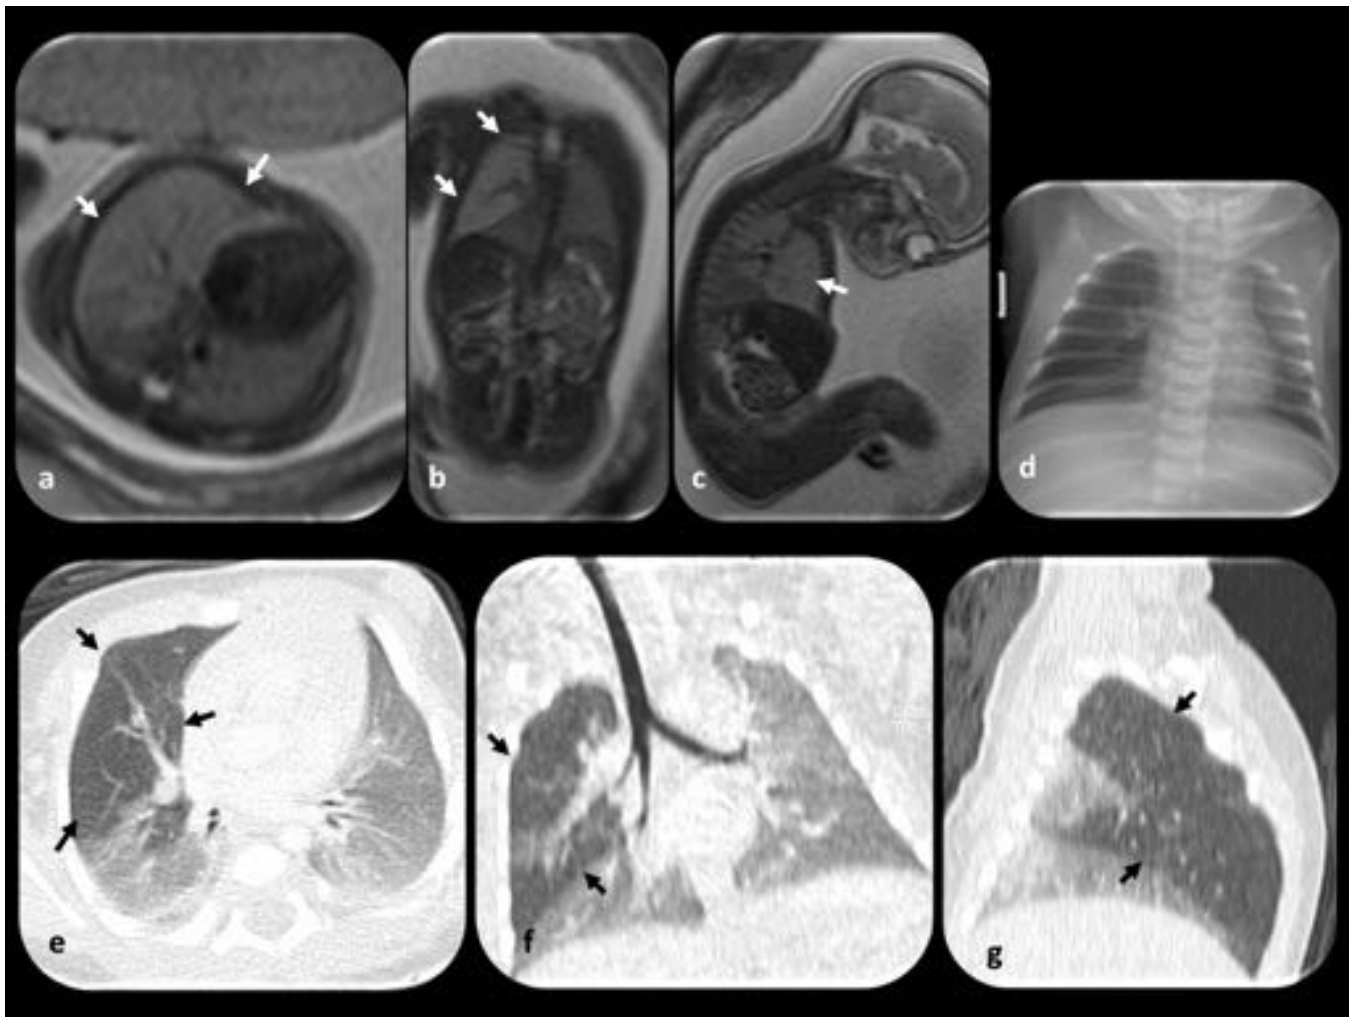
Atresia bronquial. Feto de 22 semanas de gestación. (a, b y c) Imágenes RM fetal axial, coronal y sagital: se observa una lesión triangular hiperintensa (flecha) en los lóbulos medio y superior del pulmón derecho. (d) La radiografía de tórax postnatal muestra atrapamiento aéreo en el lóbulo superior derecho (círculo). (e, f y g) Imágenes TC axial, coronal y sagital: muestran una zona enfisematosa (flechas negras) en el lóbulo superior derecho.
